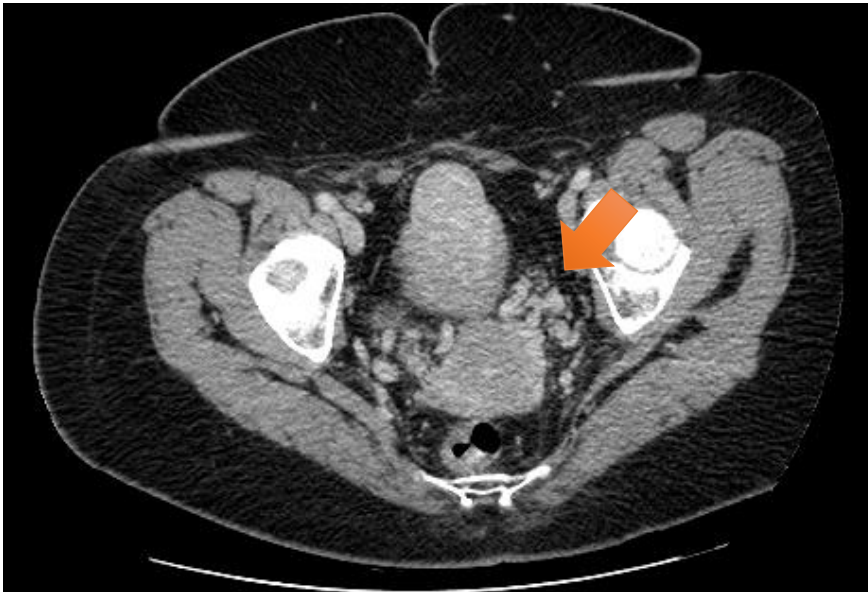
TC con contraste. Plano axial. La flecha señala el desarrollo de circulación colateral en hemipelvis izquierda secundaria a la compresión venosa crónica
